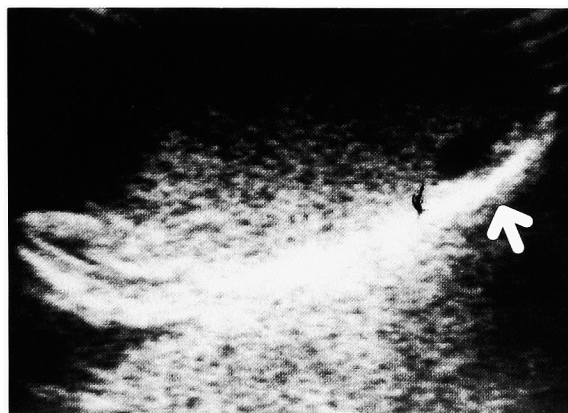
Scrotal ultrasonography showed an oval-shaped low echoic lesion located on the surface of the testis (arrow).
